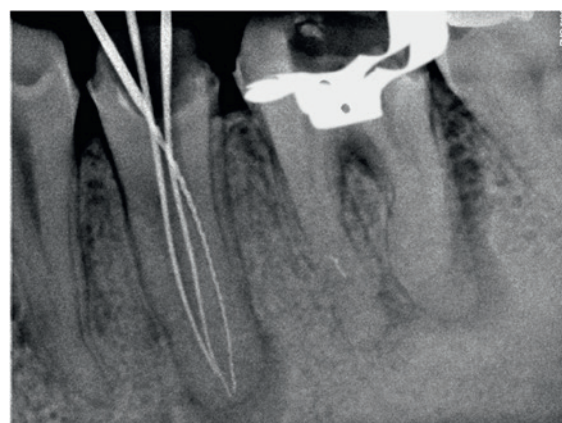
Working length radiograph confirming 3 canals in trifurcated tooth 35
